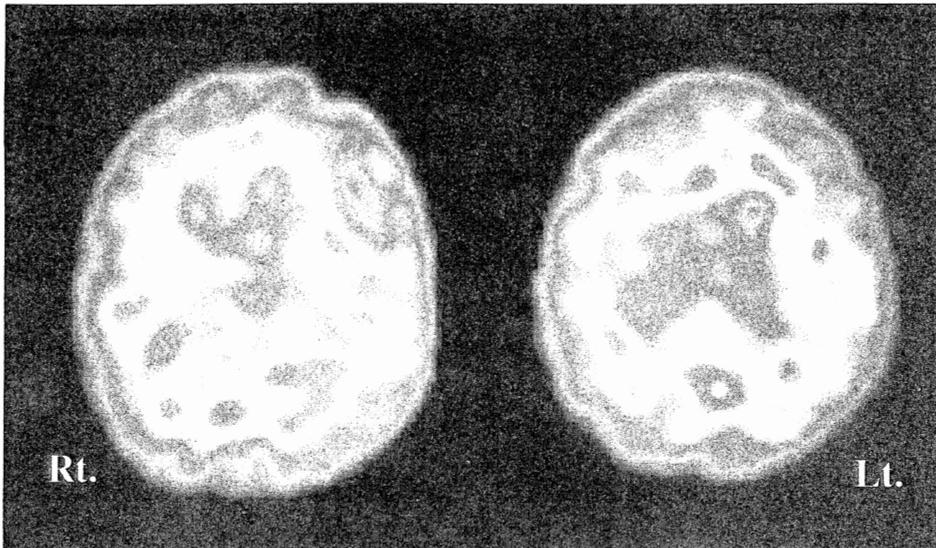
脳血流 SPECT(99mTc-HMPAO)/RA バイパス術後
